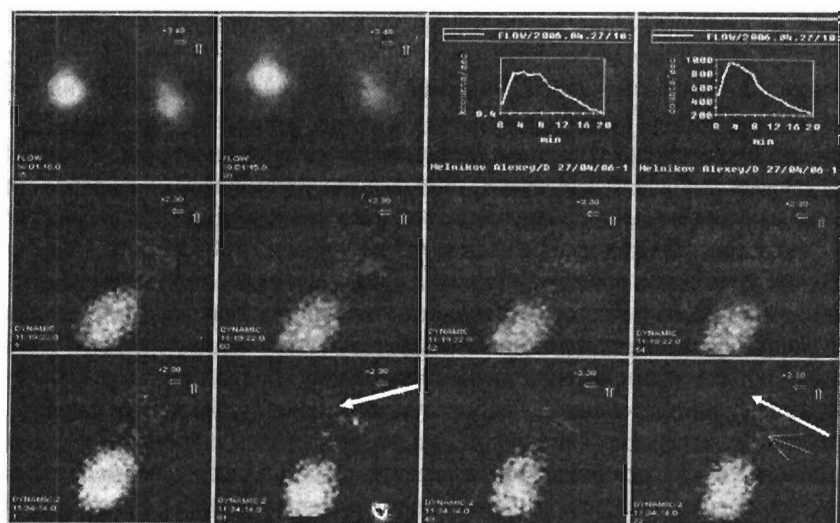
Динамическая нефросцинтиграмма ребенка Алексея М. (стрелкой указан пузырно-мочеточниковый рефлюкс до средней трети мочеточника длительностью 15 сек.)
